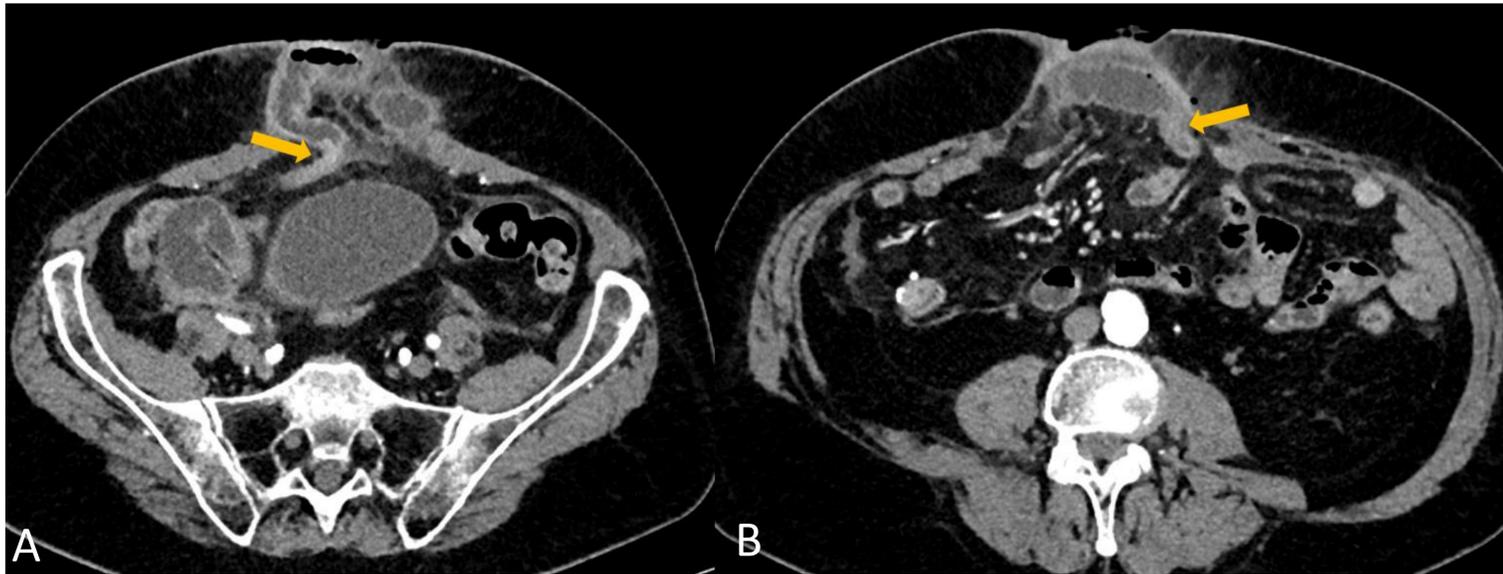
A,B) TAC abdominopélvica con contraste iv. Intervención quirúrgica reciente con laparotomía media. TAC abdominopélvica: eventración en pared anterior en mesogastrio. Dos puntos de cambio de calibre (flechas) en el orificio herniario y dilatación de asas dentro del saco compatible con obstrucción en asa cerrada. Leve enfisema subcutáneo secundario a intervención reciente.
